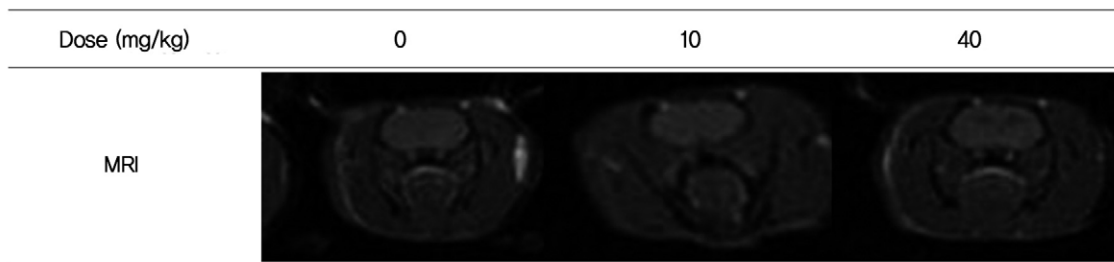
T1-weighted brain magnetic resonance images according to the administered dose of manganese.
